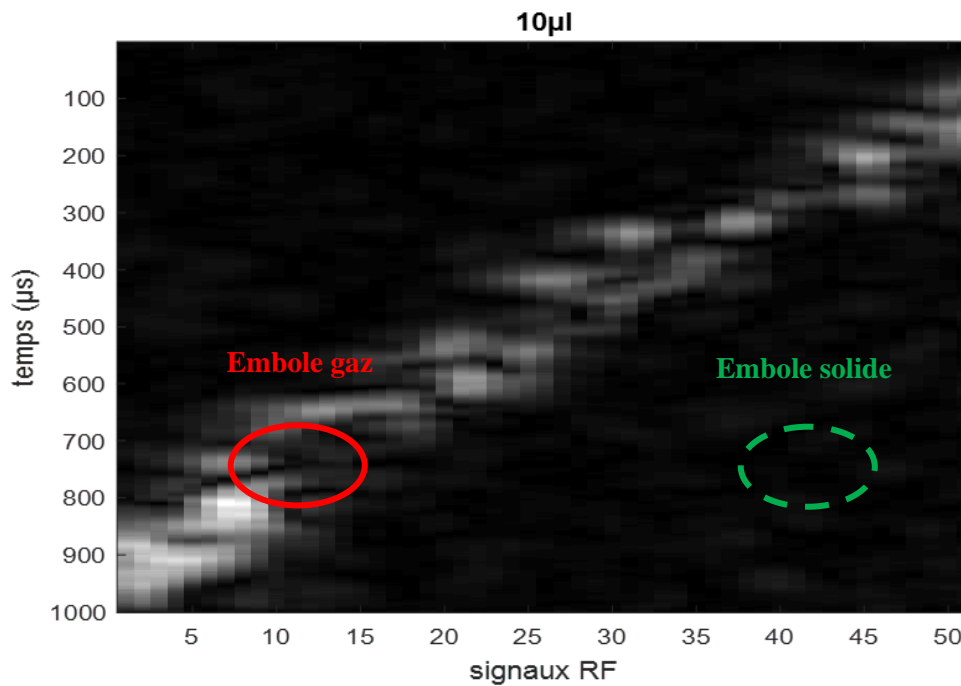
Figure A - 3 : Image échographie pour la concentration des microbulles de 10µl.
